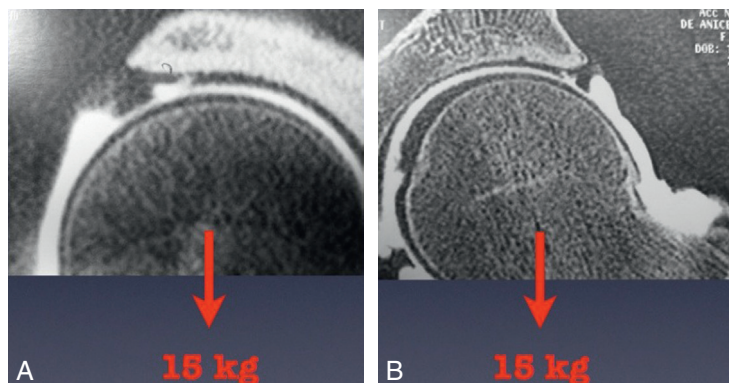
Arthro-TDM en traction mettant en évidence des clapets cartilagineux.
